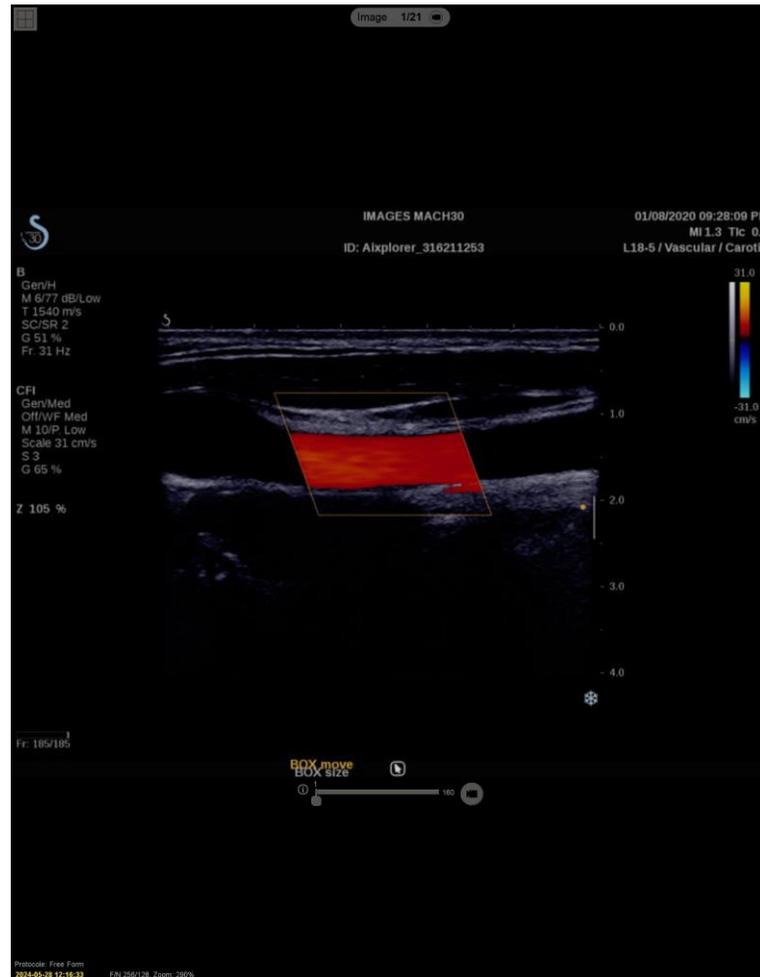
Navigation dans les séquences d'images échographiques
